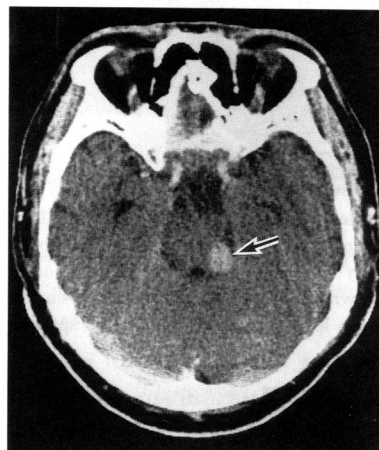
Contrast enhanced CT, showing a small round mass (arrow) in the right ambient cistern adjacent to the inferior colliculus.
